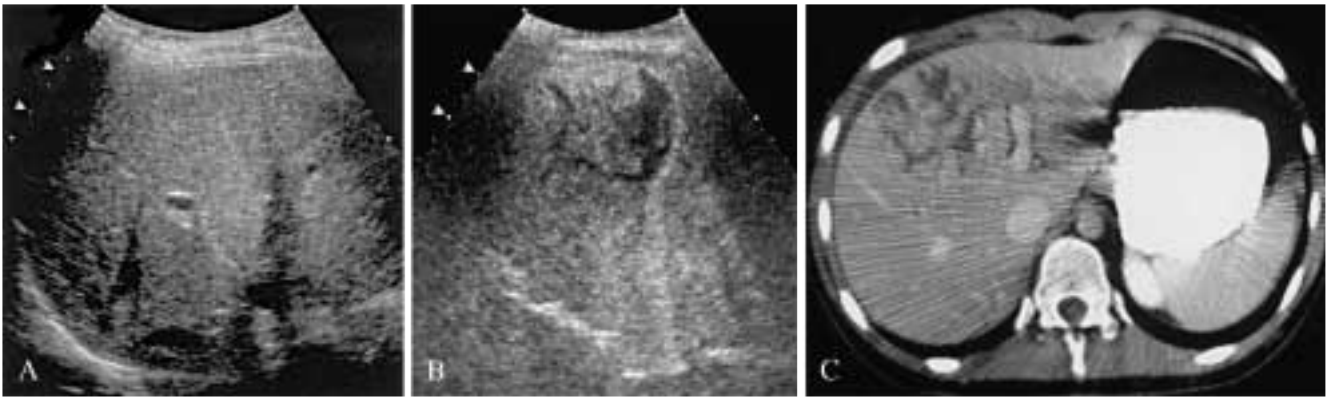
A) Ecografia di base: area di modesta iperecogenicità mal definita nel lobo destro. B) Ecografia dopo mdc: la lesione, di forma irregolare, è fortemente ipoecogena rispetto al parenchima sano. È ben evidente il rapporto con un ramo venoso sovraepatico. C) TC spirale dopo mdc: conferma le dimensioni complessive della lesione rispetto all'ecografia con mdc.
